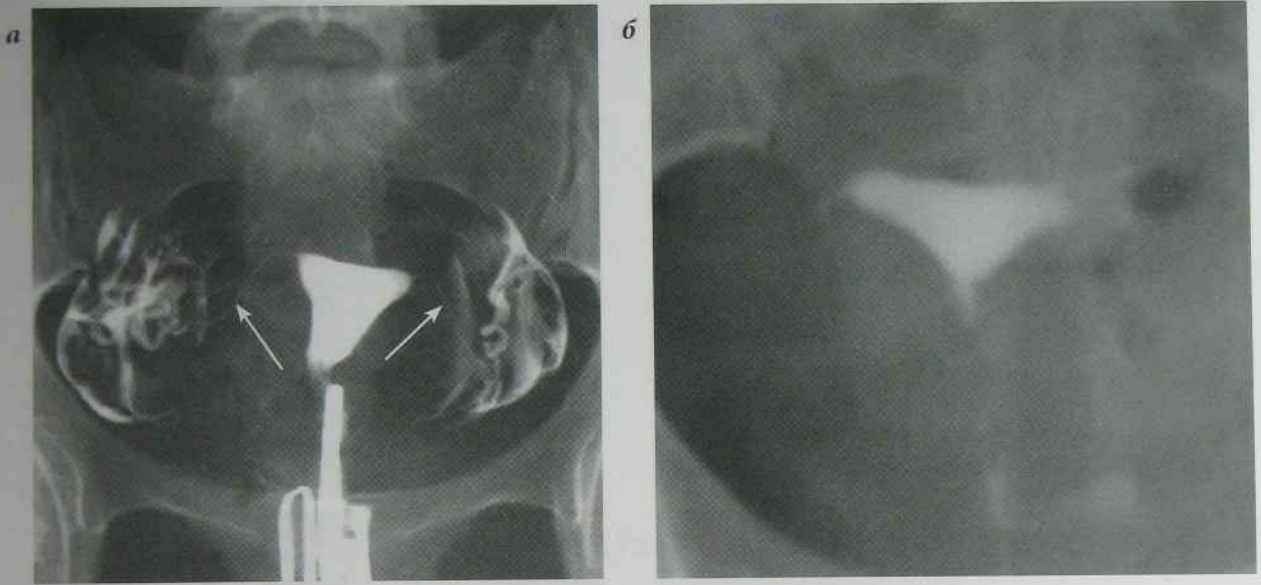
Рентгенометрорсальпінгограми:
